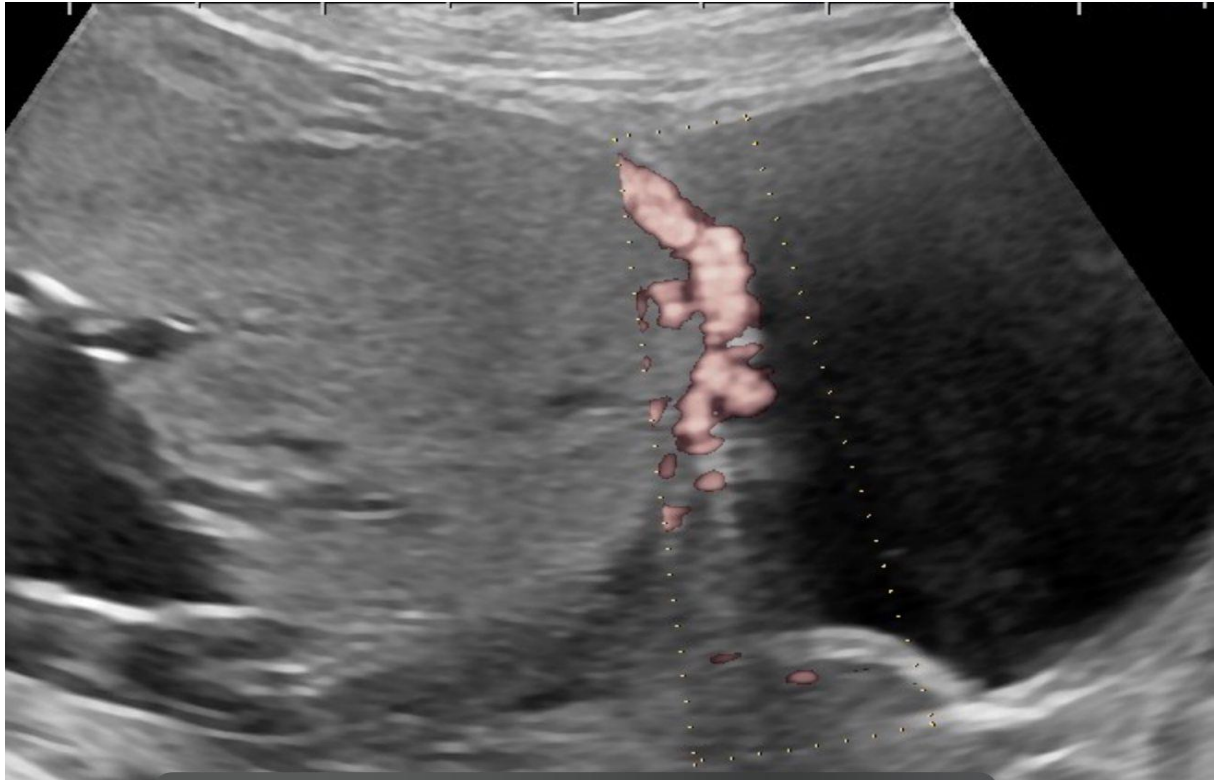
Retroplasental hipoekoik alan kaybının ultrasonografik görünümü
